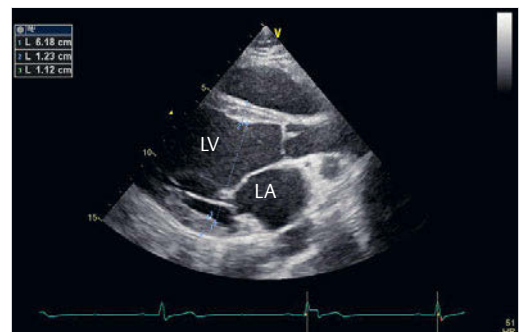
Beispiel für ein Sportherz bei einem männlichen Ringer mit dilatierendem linkem Ventrikel (LV). Vermessung in der parasternalen langen Achse des linksventrikulären enddiastolischen Durchmessers, der interventrikulären enddiastolischen Wanddicke (LA = linkes Atrium).
